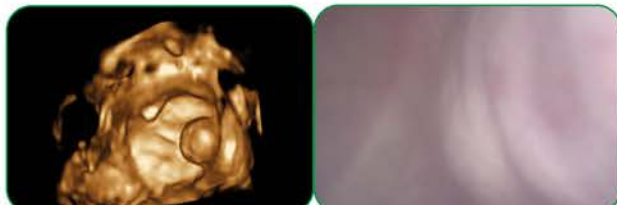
Kystoscopie virtuelle visualisant parfaitement la surface interne de la paroi avec replis et la végétation. La kystoscopie peropératoire est parfaitement corrélée à l'image échographique.
